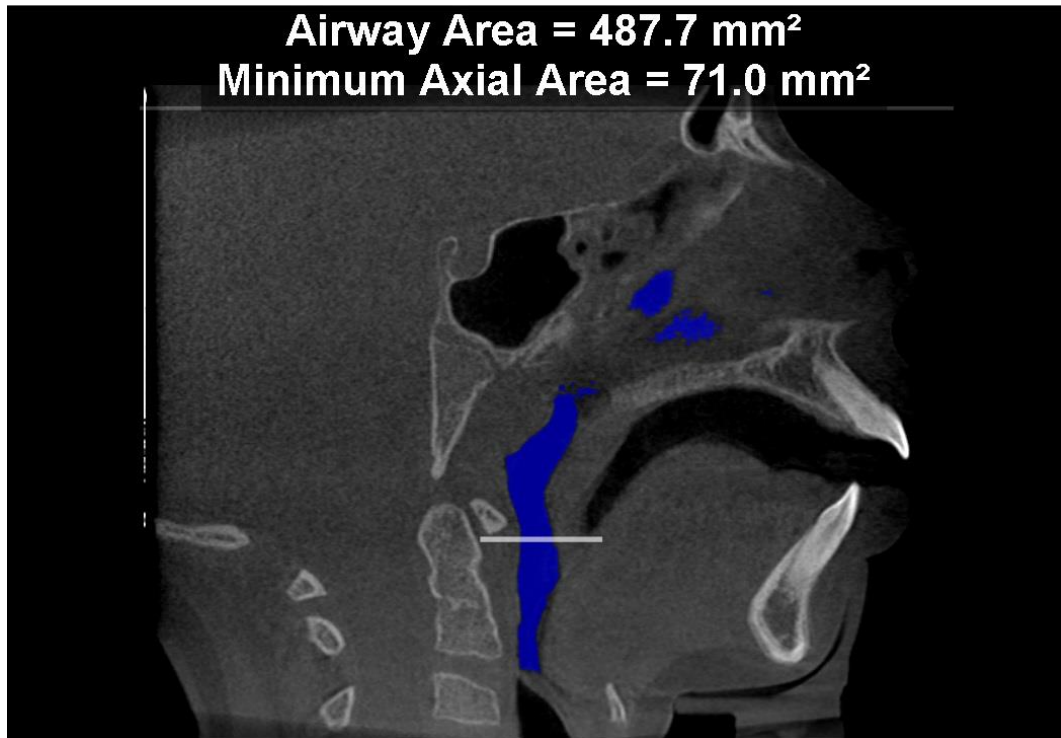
Tomografia Lateral destacando a Área da Região Orofaríngea e Bucofaríngea pré ERM.
